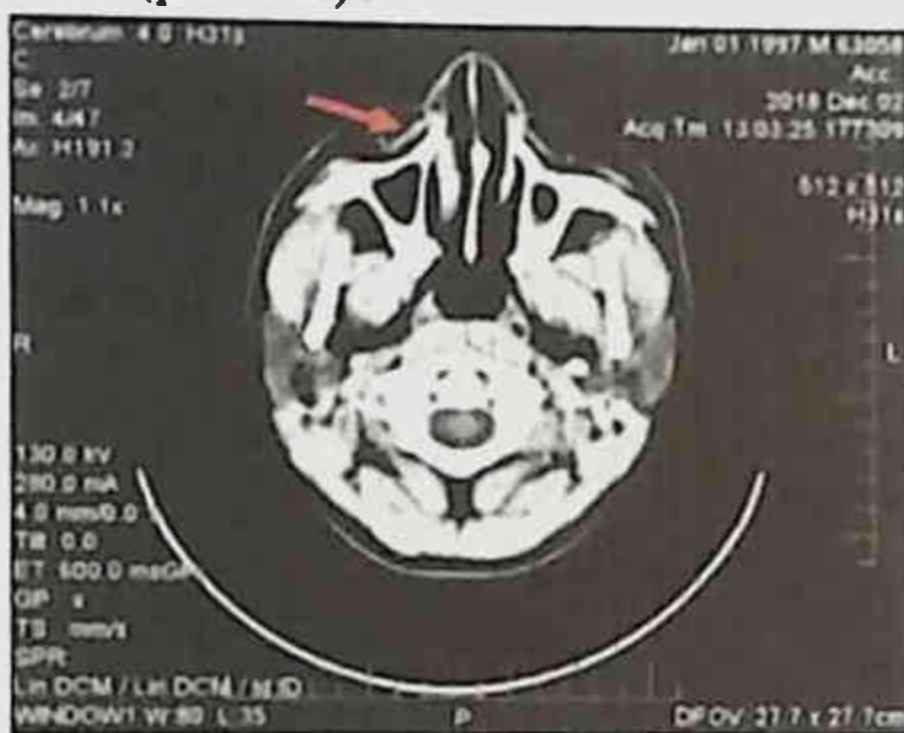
Ю.И., 22 г. Перелом костей правого крыла и кончика носа с небольшим смещением отломков(12сутки).КТ черепа аксиальная проекция.
